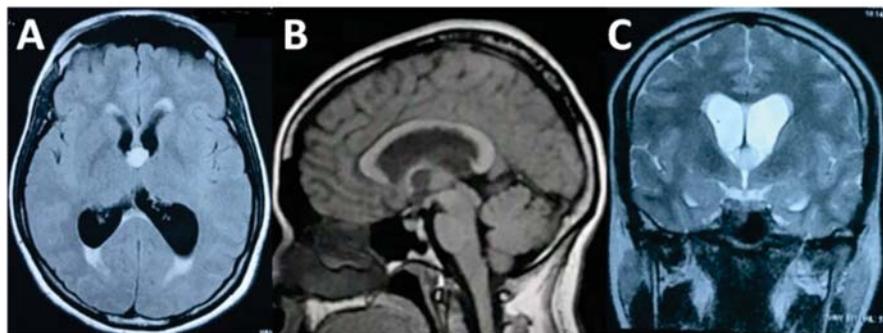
Images obtained by magnetic resonance of the encephalon in the transverse, sagittal and coronal sections.
